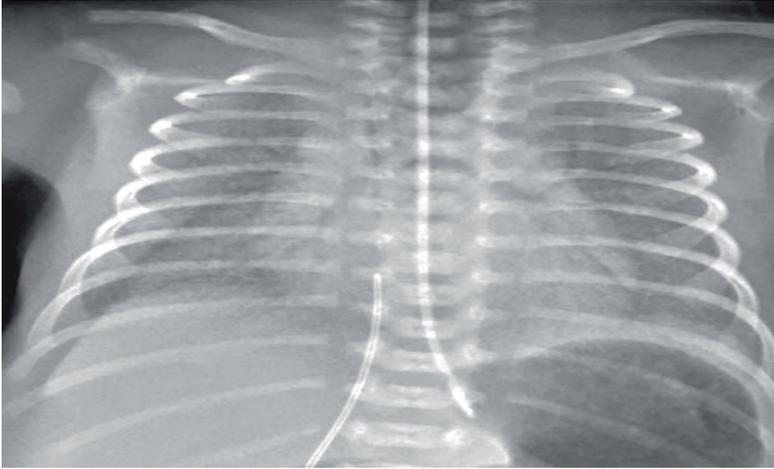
Radiografía antero-posterior con opacidades difusas retículo granulares a través de los campos pulmonares con broncograma aéreo prominentes (flechas). (Erik A. Jensen, 2017)
